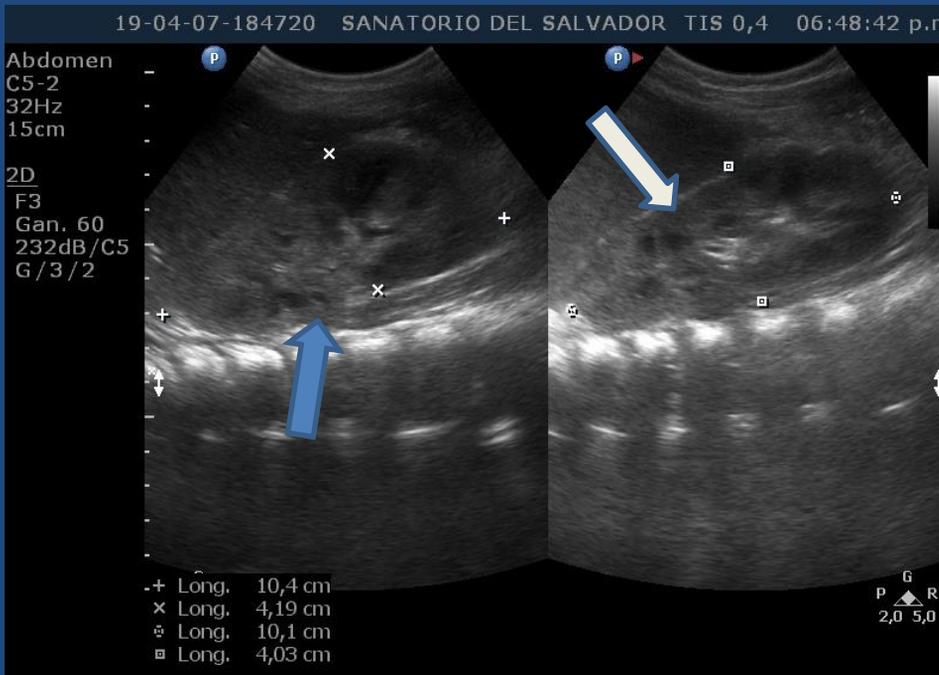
ecografía. Aumento de tamaño de ambos riñones (flecha azul), con aumento de ecogenicidad cortical en forma atigrada (flecha blanca).
